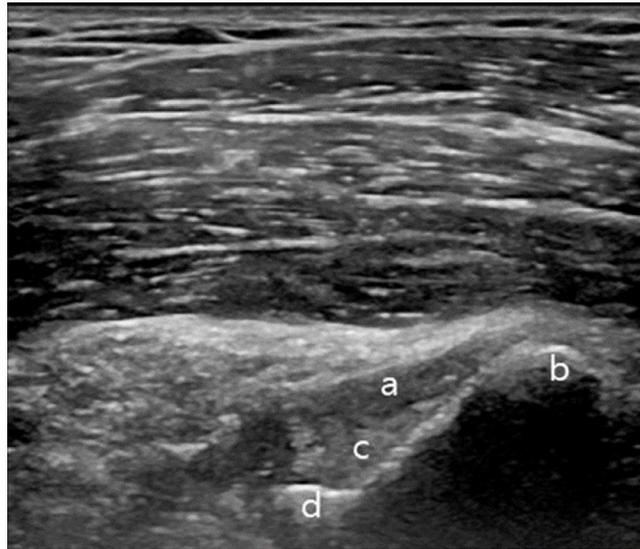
내측 반월상 연골의 후각 부착부의 종 방향 초음파 영상
